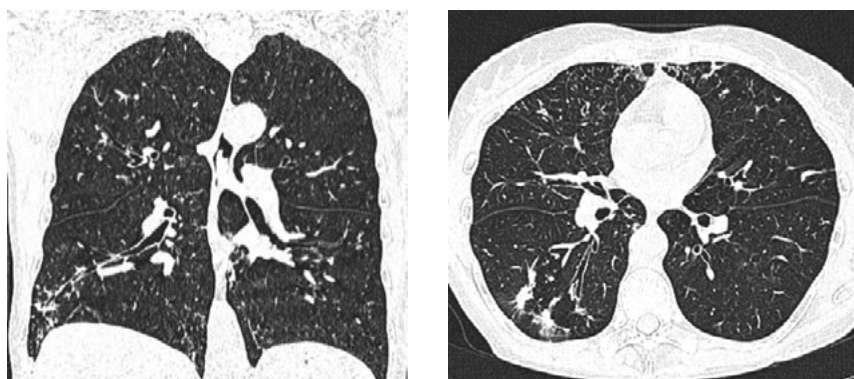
МСКТ ОГК 13.03.2019 г. Множественные полиморфные очаги: центрилобулярные, расположены перибронхиально, по типу «дерева в почках». Расширение просвета бронхов и перибронхиальные уплотнения. Зоны консолидации
